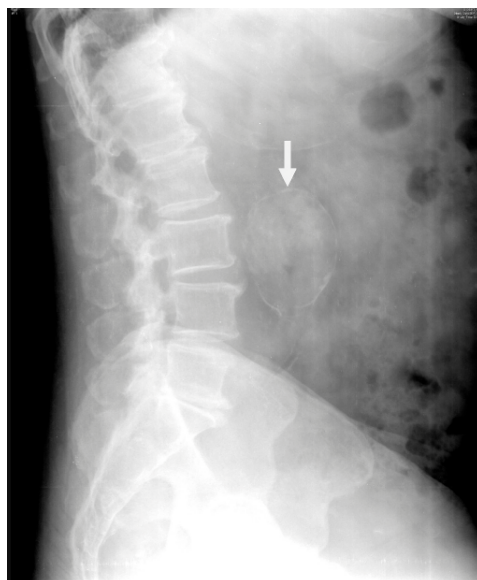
Radiografia de perfil da coluna lombar - sacral onde se observa dilatação sacular calcificada que corresponda a lesão aneurismática da aorta abdominal.
